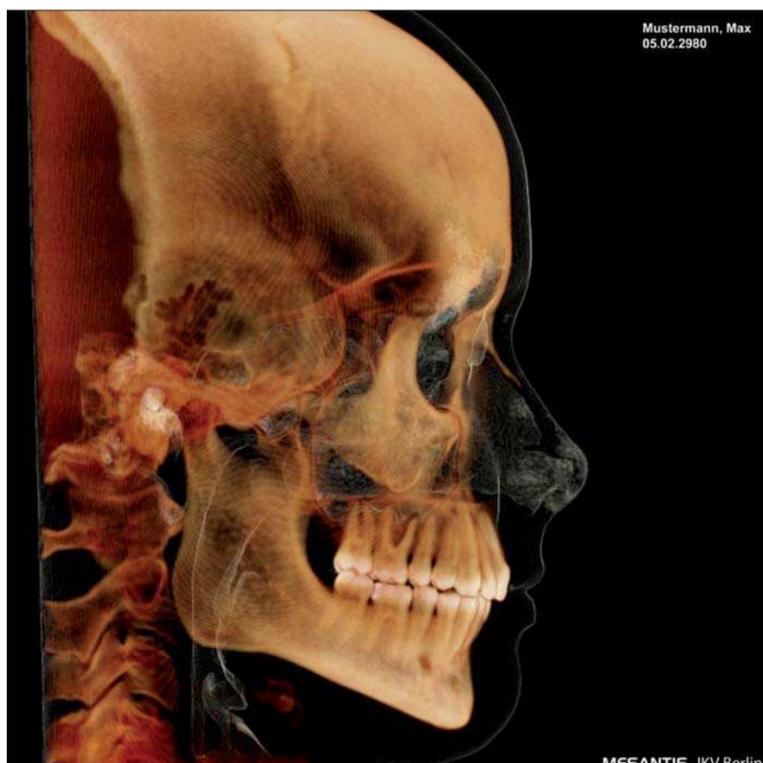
Typische Darstellung des Schädels von lateral mit Überlagerung der oberen Atemwege. Aufgrund der sogenannten „Clipping-Funktion“ (Darstellung dünner Schichten ohne Überlagerungen) können Messpunkte für 2-D- bzw. 3-D-Analysen viel genauer bestimmt werden als bei herkömmlichen Ferröntgenaufnahmen. Auch diese Aufnahme darf nicht unverschlüsselt versendet werden. (Fotos: MESANTIS IKV Berlin)
